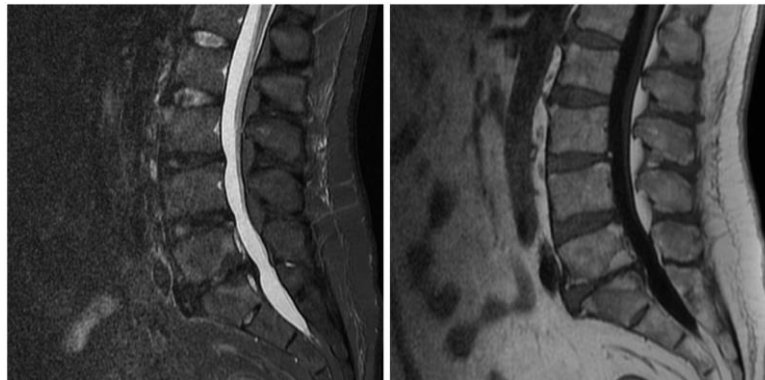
МРТ ПОП в сагиттальной проекции.
